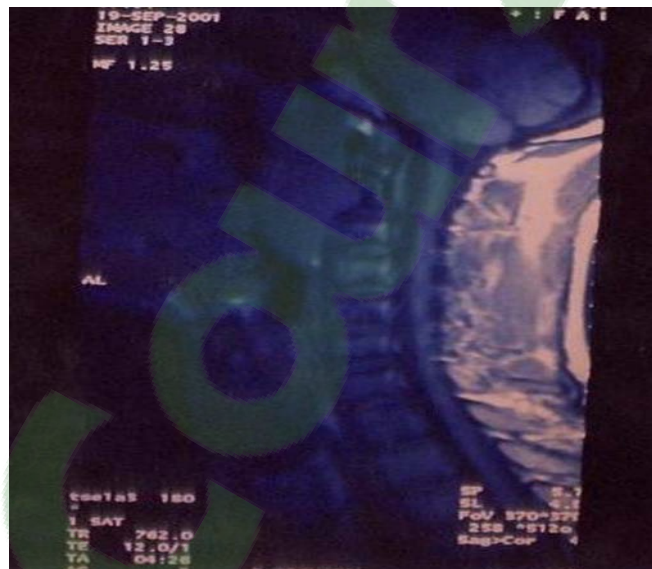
Coupe verticale IRM d'un adénome rétropharyngé chez un patient de notre série (HMA)
